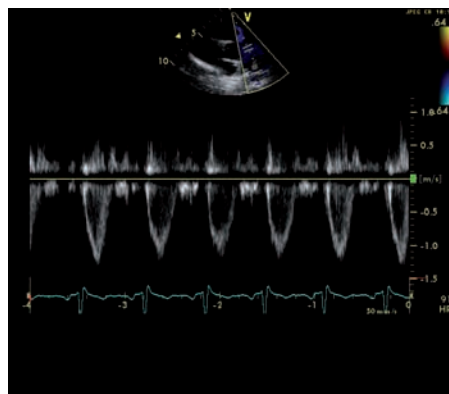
Registro Doppler pulsado del tracto de salida del ventrículo derecho.
